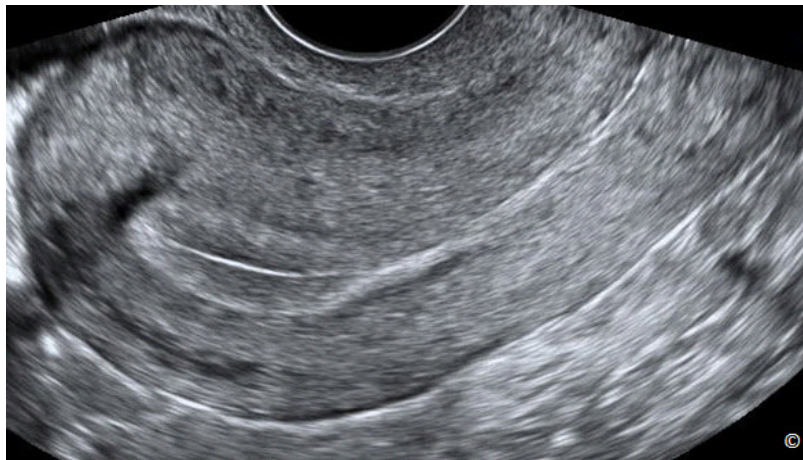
Ultrasonido transvaginal en el plano medio sagital del útero. Para más detalles en imágenes de ultrasonido del útero, consulte el capítulo 11.
